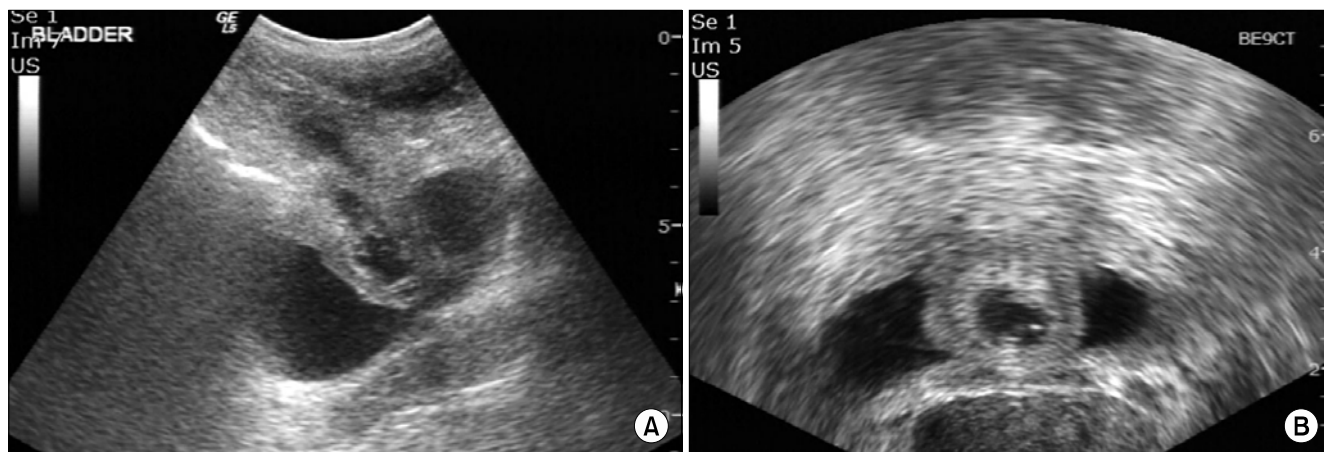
Ultrasound of bladder shows a protruding cystic mass in bladder dome. Sagittal (A) and transverse (B) plane.
